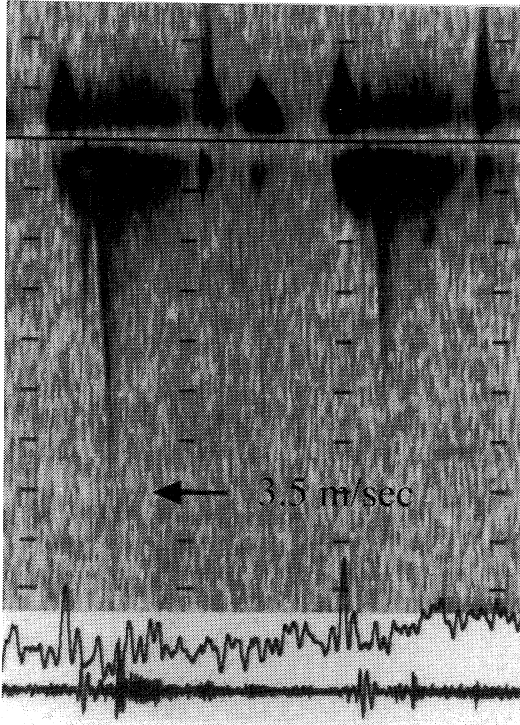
Continuous wave Doppler echocardiographic recording of blood velocity on the left ventricular outflow tract
